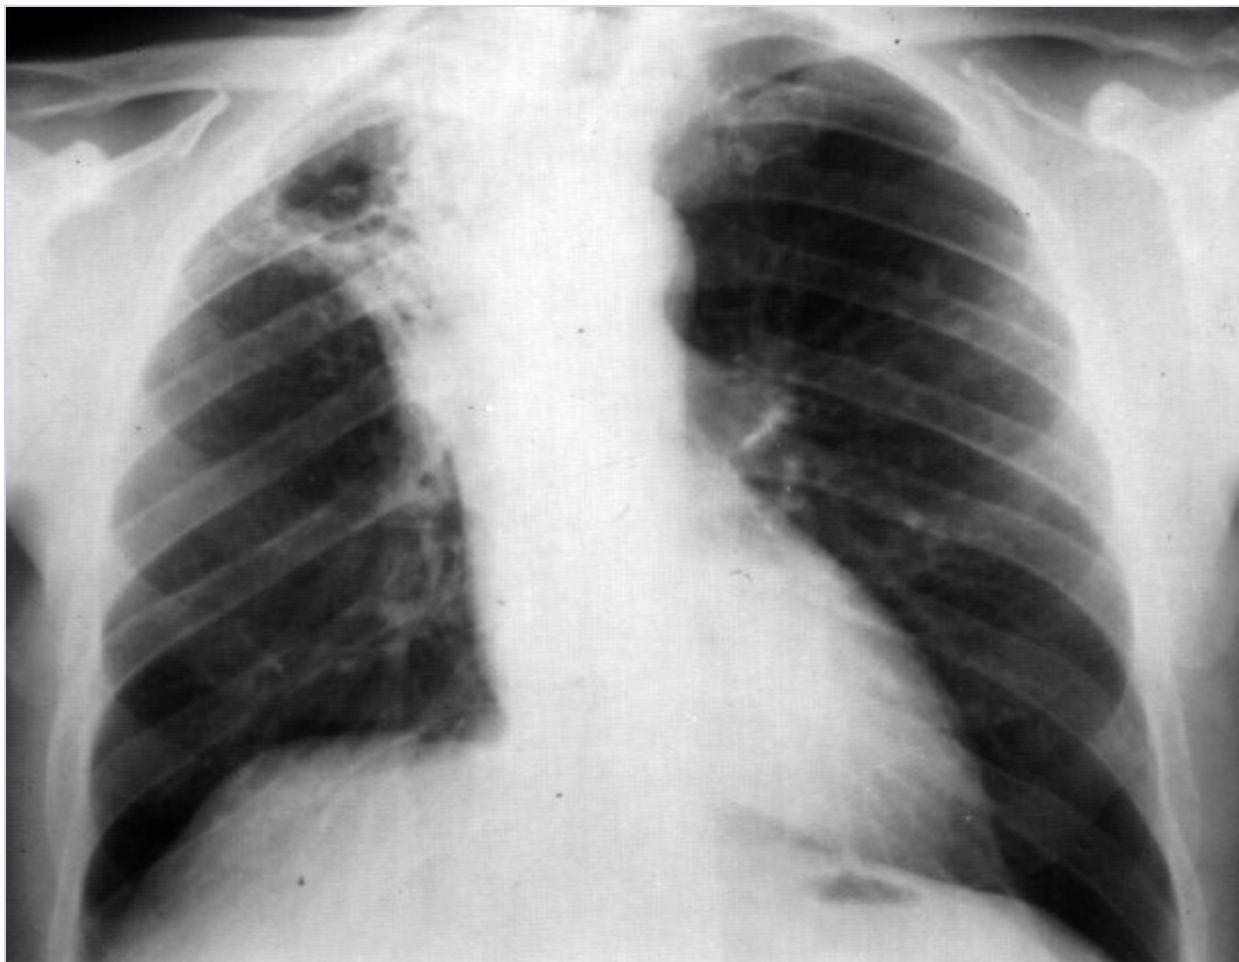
Histoplasmosis pulmonar: tele de tórax En un paciente con histoplasmosis pulmonar cavitaria crónica del lóbulo superior derecho, la radiografía de tórax muestra imágenes similares a las obtenidas en los pacientes con tuberculosis cavitaria crónica.
